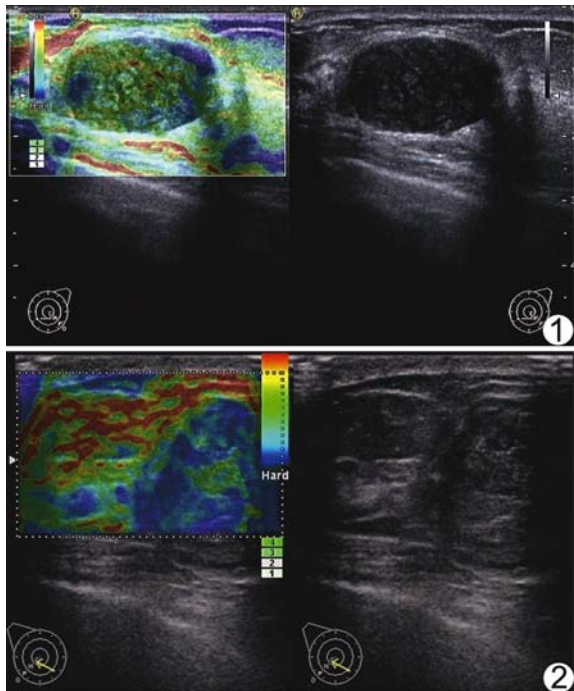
良性 PTB 的二维及弹性超声声像图 肿块呈椭圆形,平行生长,边界清晰,内部为不均匀混合回声,后方回声稍增强,伴有侧方声影,有高回声间隔及少许无回声区;弹性评分 1 分 图 2 交界性 PTB 的二维及弹性超声声像图 肿块呈椭圆形,平行生长,边界欠清,内部为不均匀混合回声,后方回声稍增强,有少许无回声区;弹性评分 4 分
